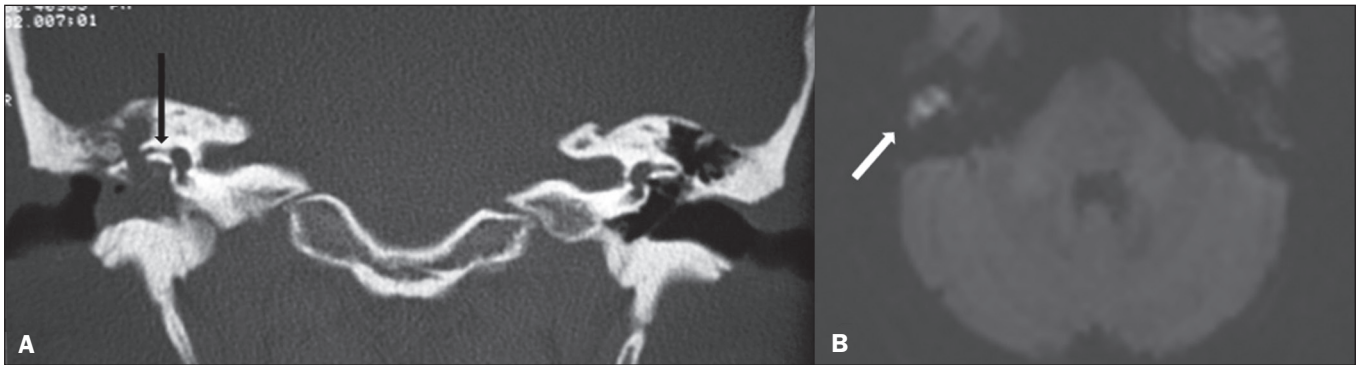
Colesteatoma. A: TC, janela óssea, corte coronal demonstrando material com densidade de partes moles comprometendo a cavidade timpânica à direita, provocando intensa erosão das estruturas ósseas, havendo inclusive fístula labiríntica com o canal semicircular lateral (seta). B: RM, difusão, corte axial demonstrando colesteatoma à direita (seta) com hiperintensidade de sinal.
